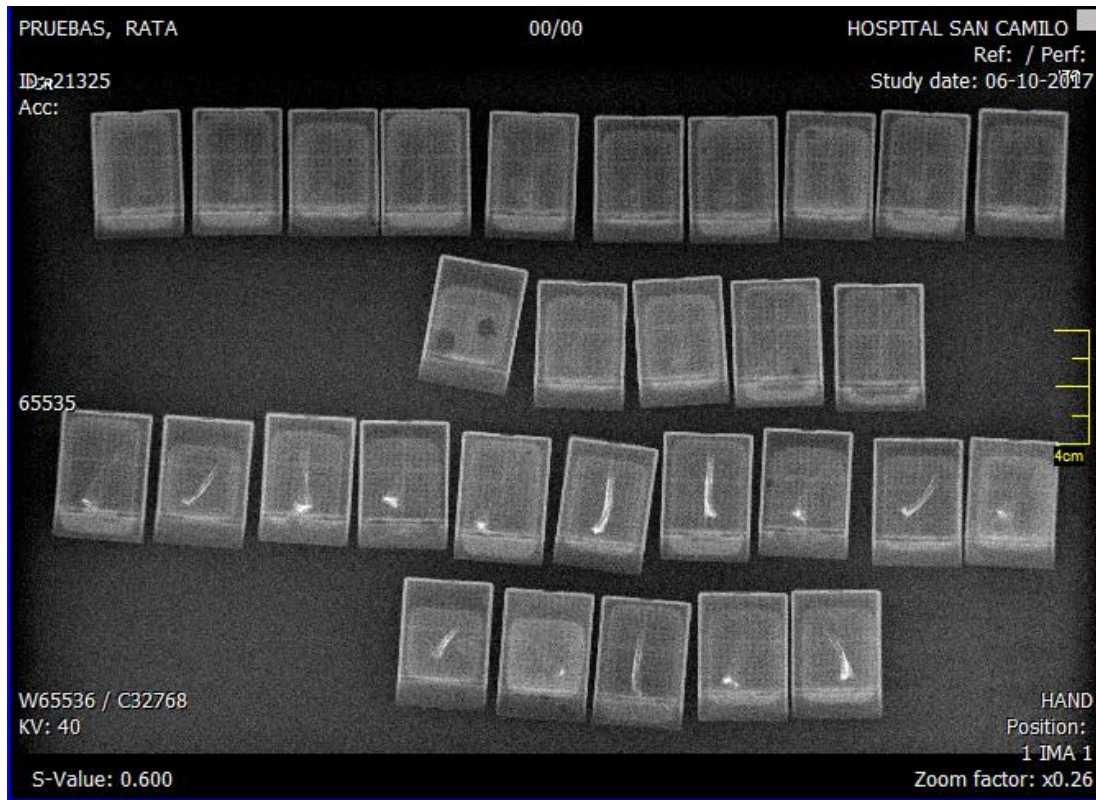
Radiografía muestras post descalcificación utilizada como control de la técnica histoquímica de Von Kossa.
